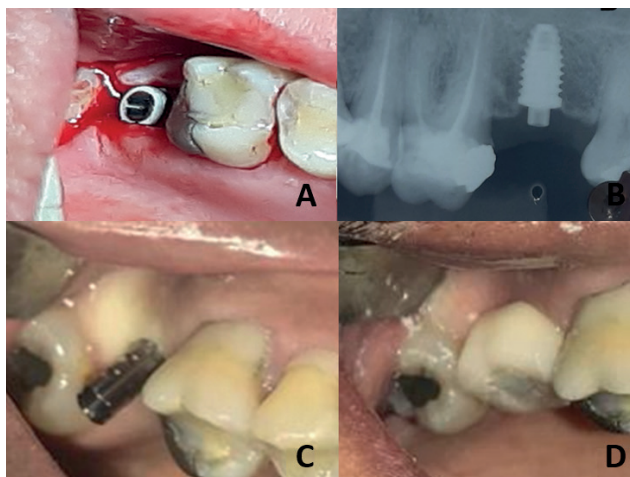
A – inserção do implante. B – radiografia pós-operatória do implante instalado. C – cilindro provisório instalado. D – coroa provisória instalada.
